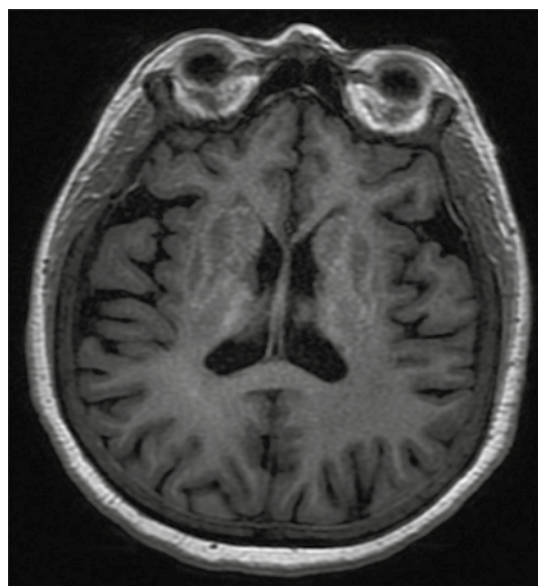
Resonancia magnética en secuencia T1 simple: hiperintensidad en los núcleos de la base y ambos tálamos.
